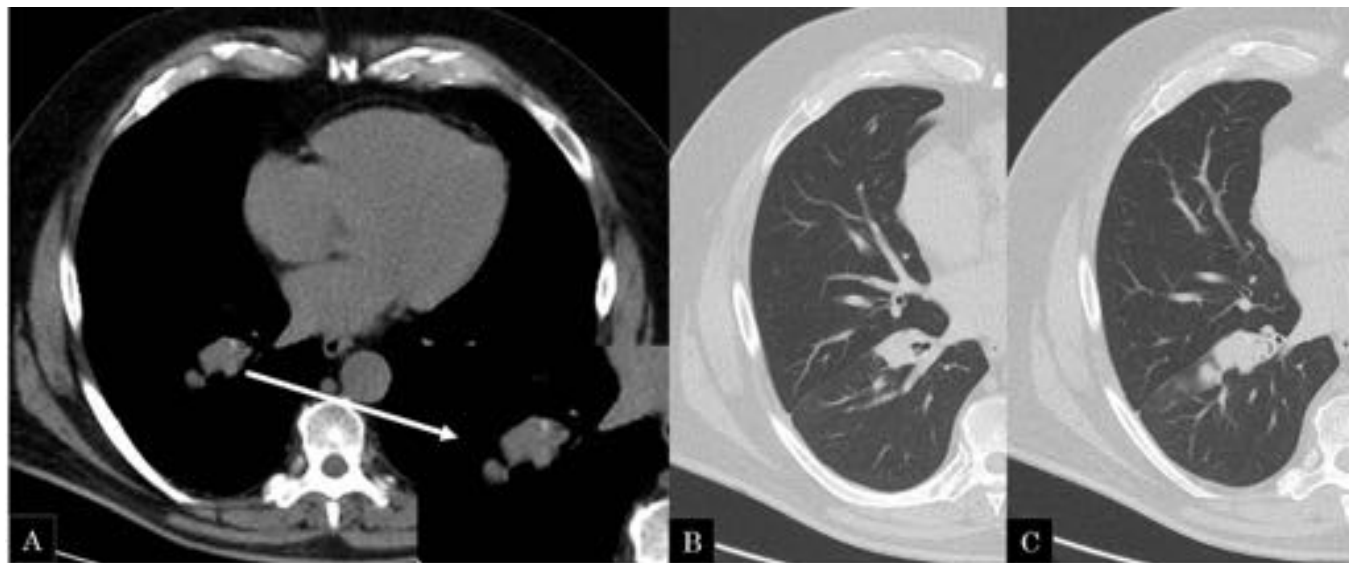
Varón de 67 años con tumor carcinoide. TC tórax sin CIV A) Se observa una lesión nodular localizada en lóbulo inferior derecho con densidad homogénea, de bordes bien definidos, observando una imagen puntiforme de mayor densidad en relación con pequeña calcificación. B) con ventana de parénquima pulmonar se aprecia ocupación del bronquio del segmento anterior de la pirámide basal “lesión en iceberg”.
